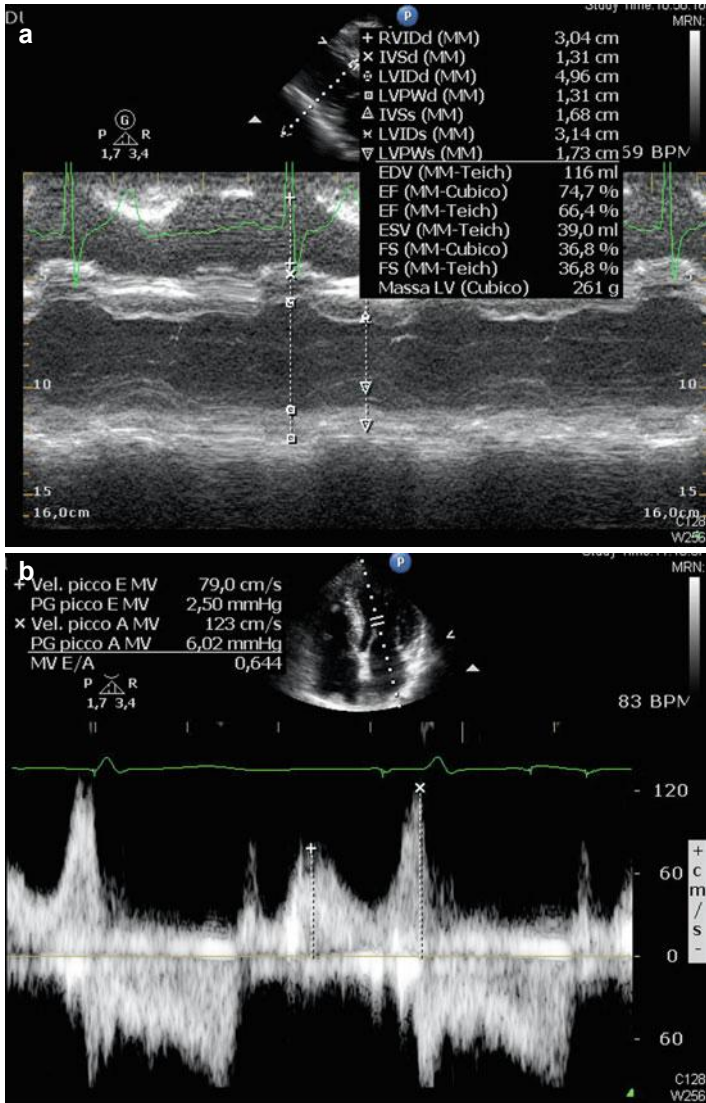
Echocardiogram at follow-up visit after 6 weeks. Concentric LV hypertrophy with normal chamber dimension (a), impaired LV relaxation at both conventional (b) and tissue (c)
